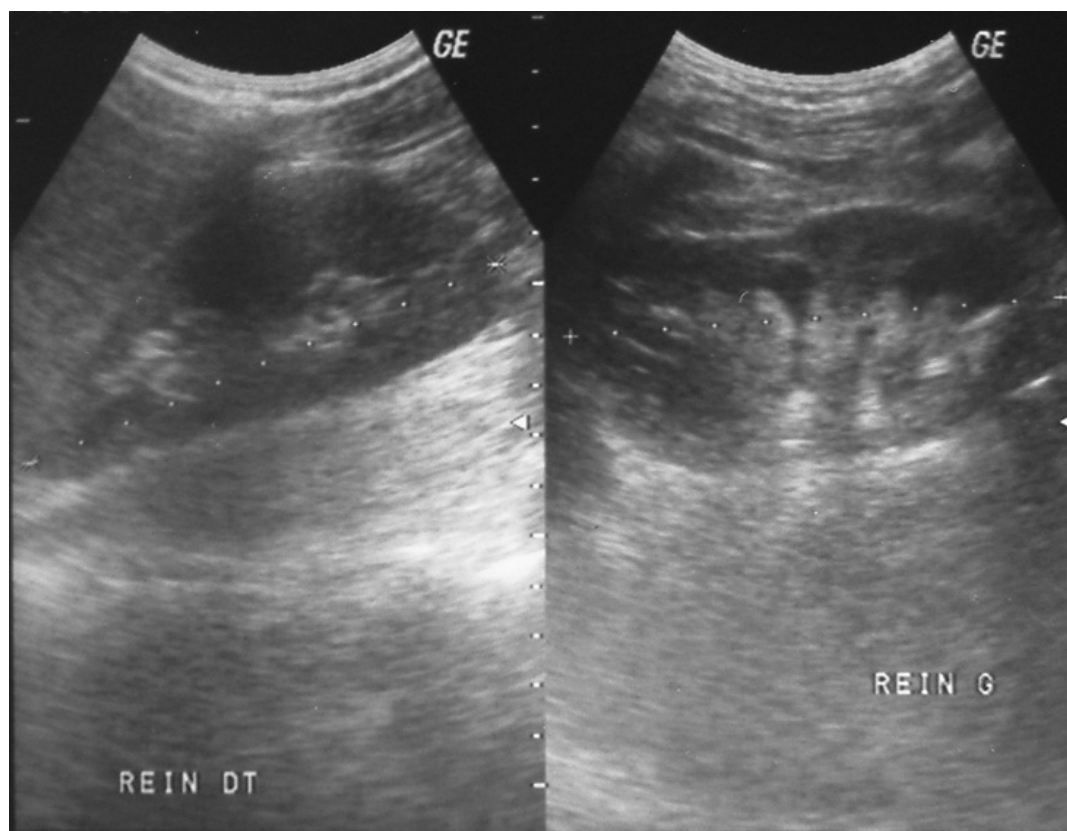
Contrôle échographique à 6 mois.
